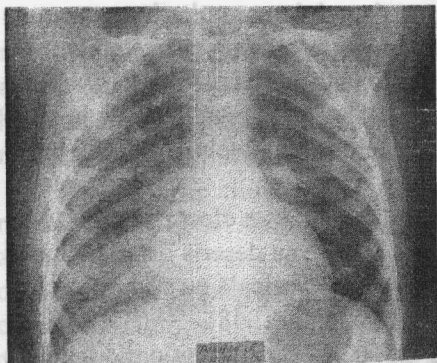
Radiografie toracică.
